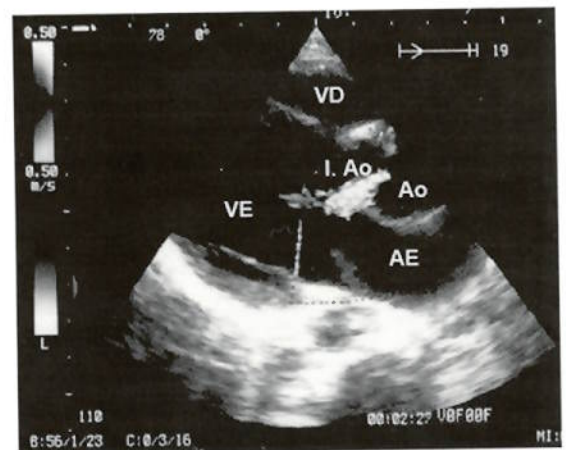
O ecocardiograma transtorácico e Doppler a cores (pós-operatório) imagem paraesternal eixo longo revela ausência do aneurisma e insuficiência aórtica grau I. AE - aurícula esquerda, VE - ventrículo esquerdo, VD ventrículo direito, Ao - Raiz da aorta, I. Ao - insuficiência aórtica.
